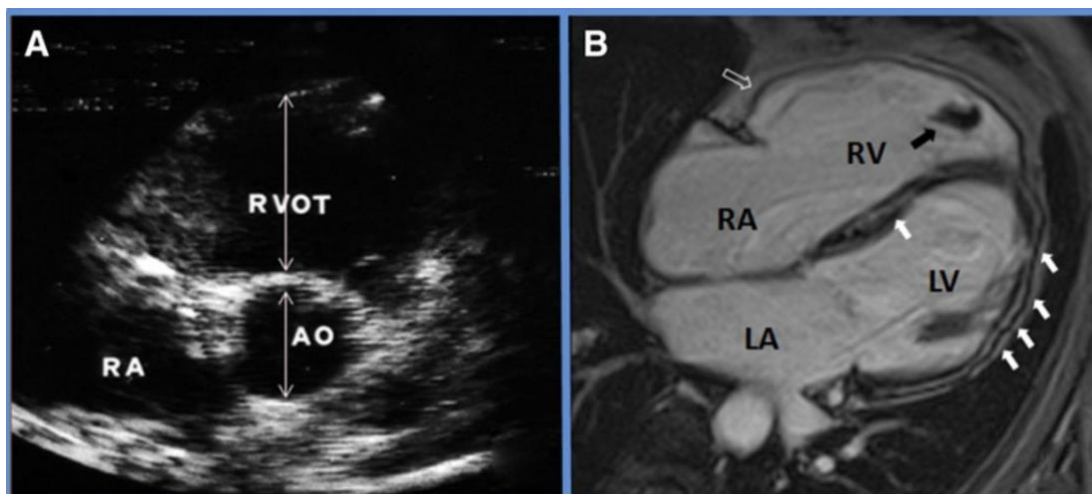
Esempi di imaging in paziente affetto da CA: A, Ecocardio; B, RM cardiaca⁷⁷.
